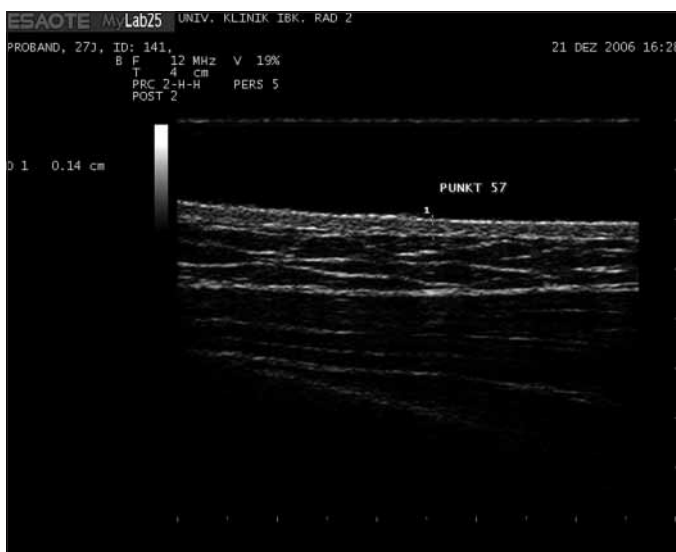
Sonographische Dickenmessung der Haut an Proband 141 (männlich, 27 Jahre, 1,88 m, 67 kg, BMI: 18,96 kg/m²) in Messpunkt 57 (rechter Thorax: Schnittpunkt Medioclavicularlinie mit Mitte-Sternum-Linie); zweifache Vergrößerung (bikubische Hochrechnung mittels Adobe® Photoshop® CS2 Ver. 9.0.2, Adobe Systems Inc.)
